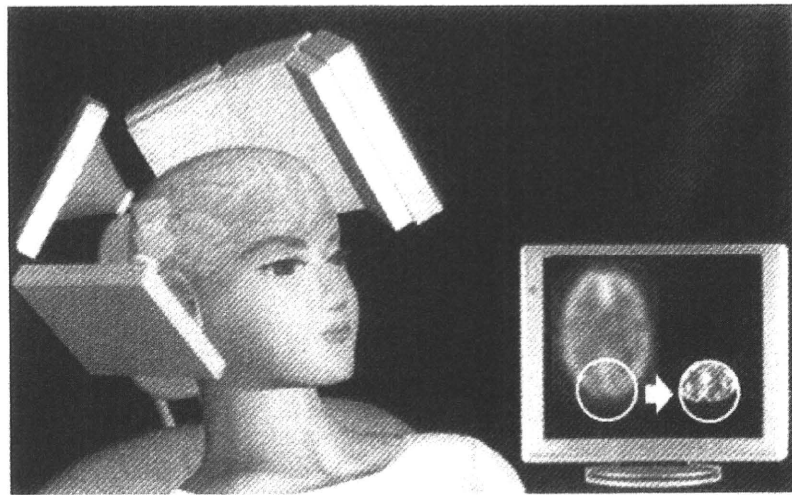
頭部局所高解像度SPECT装置のイメージ図
